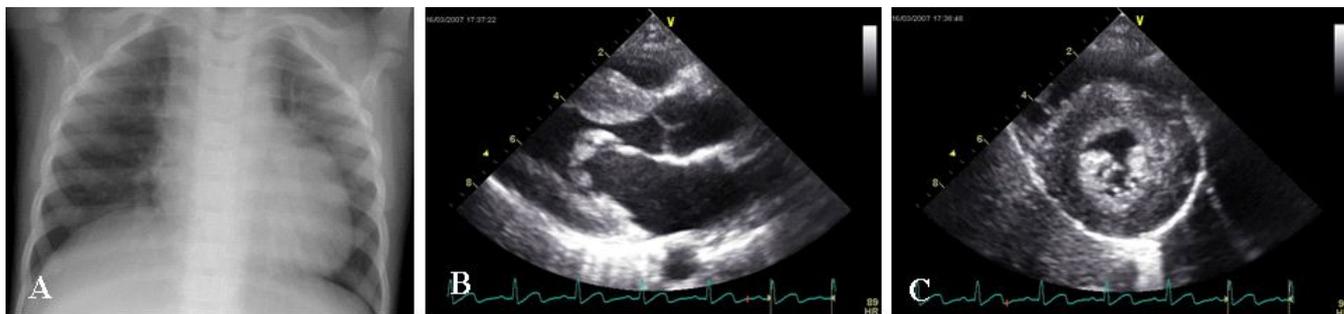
Chest radiograph (A) and echocardiographic findings (B and C) of patient 1. A. Chest X-ray demonstrates cardiomegaly and increased pulmonary vascularity in both lungs. B and C. Hypertrophic cardiomyopathy with concentric left ventricular hypertrophy is noted on echocardiographic findings.
